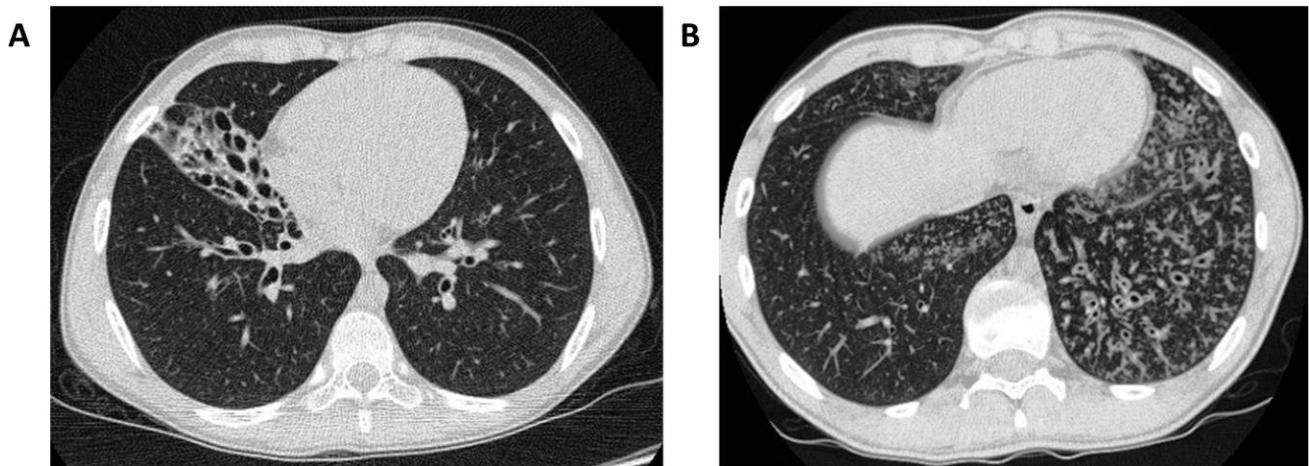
[A]: TC del torace di un bambino di 11 anni affetto da discinesia ciliare primitiva. [B]: TC del torace di un bambino di 14 anni affetto da bronchiectasie post-infettive
